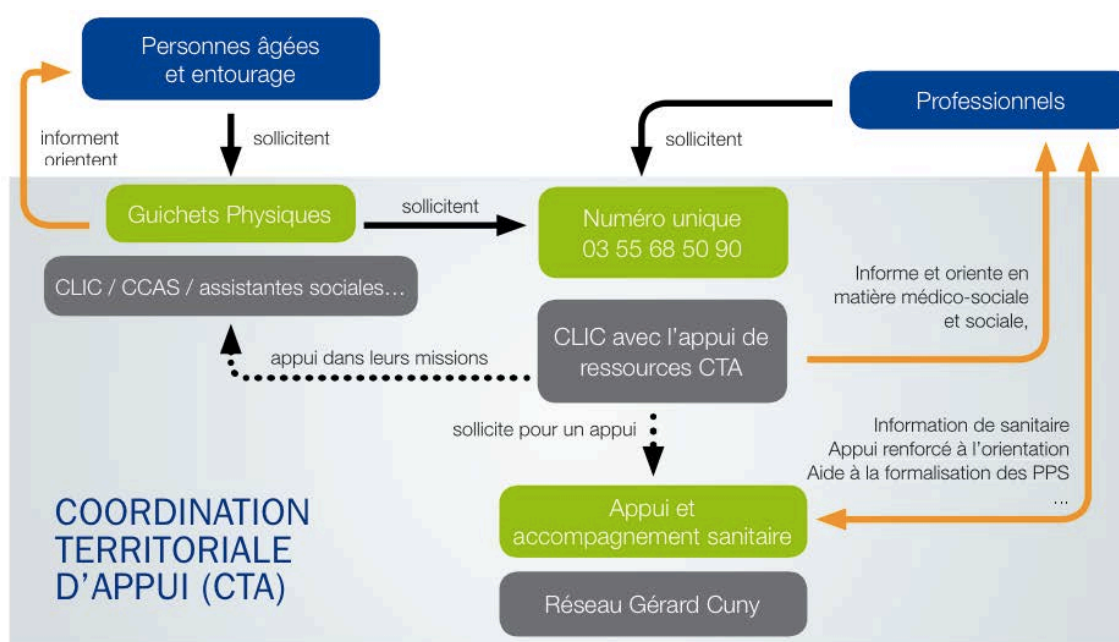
La CTA : information et orientation pour une prise en charge adéquate de la personne âgée
